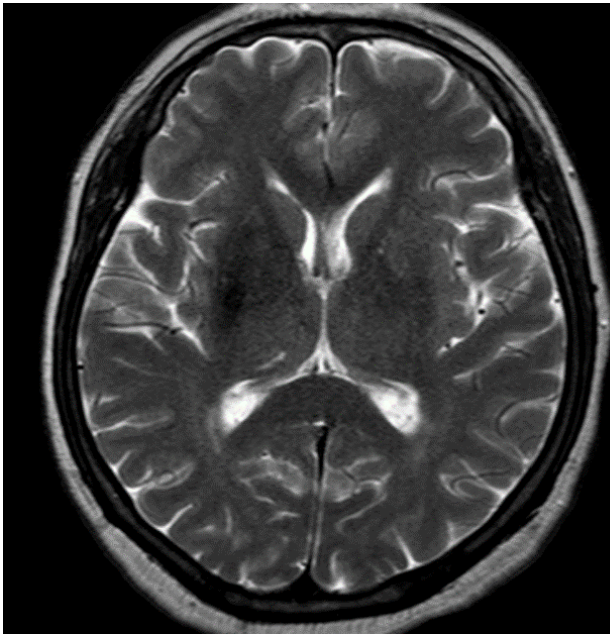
Axial T2 weighted MRI shows the abnormal area is slightly hypointense.
